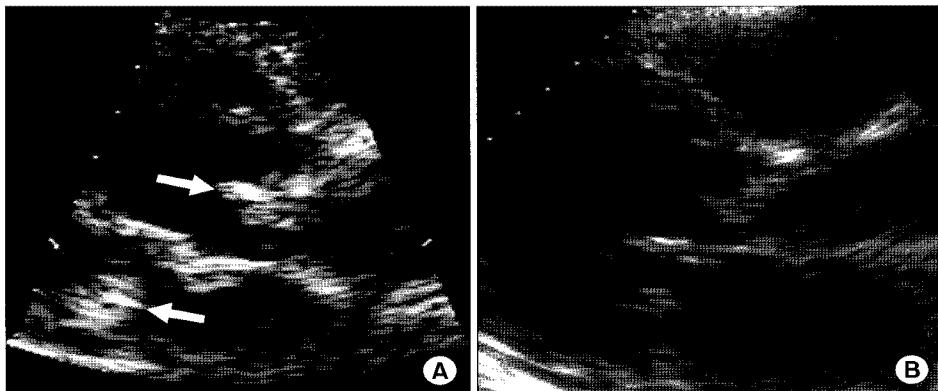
(A) Preoperative 2-D echocardiogram shows mobile vegetation attached to mitral valve & aortic valve, 8 years before redo-operation (arrow). (B) Postoperative 2-D echocardiogram shows no paravalvular leakage or evidence of recurrent prosthetic valve endocarditis, 8 years before redo-operation.
